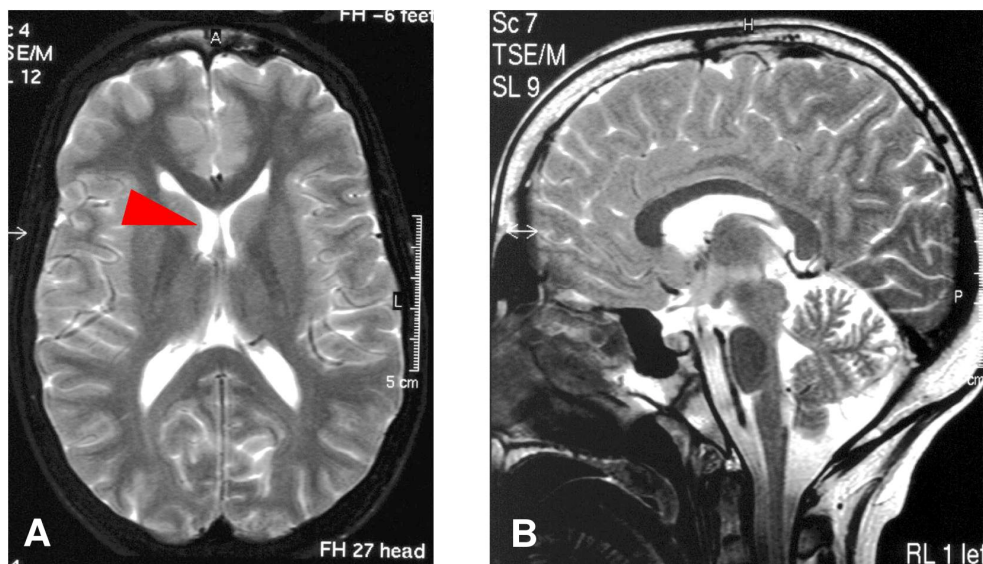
Die T₂-gewichteten Bilder der Kernspintomographie des Schädels der Patientin A mit MERRF-Syndrom im Alter von 14 Jahren. In der T₂-Wichtung erscheinen wassergefüllte Strukturen signalreich und damit hell. Sowohl im Transversalschnitt (A), als auch im Sagittalschnitt (B) sind die Gehirnstrukturen der Patientin weitgehend normal. Im Bereich des rechten Seitenventrikels (A; roter Pfeil) ist die Ventrikelweite des Vorderhorns im Vergleich zur Gegenseite minimal erhöht, was für eine beginnende Hirnatrophie in diesem Bereich sprechen kann.
